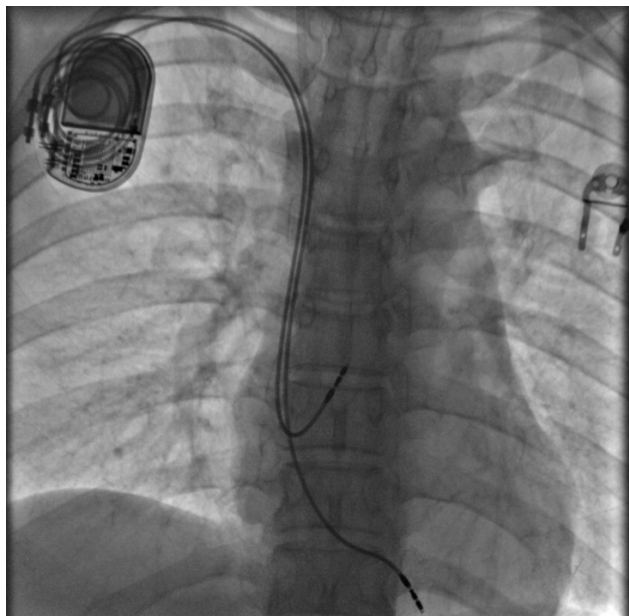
Рентгенография после имплантации новой стимулирующей системы.
